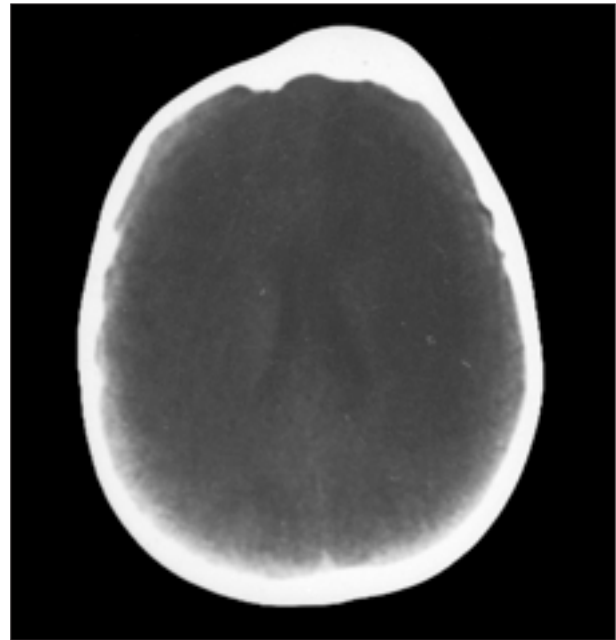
TAC cerebral: hiperostosis frontal izquierda.
